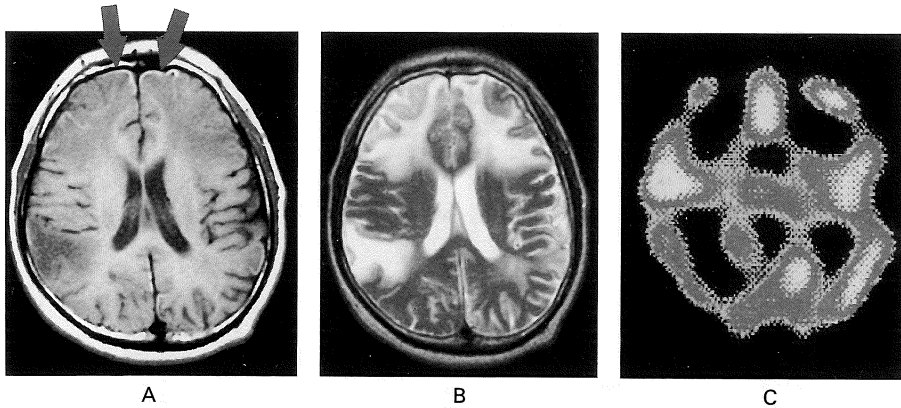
MR and SPECT images when the symptoms were improved (June '95).
